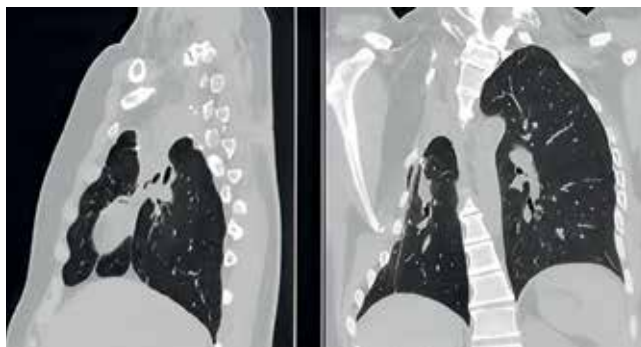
Пациентка К. Реконструкция КТ ОГК пациентки через 6 месяцев после установки эндобронхиального клапана в правый верхнедолевой бронх (14.09.2022).
